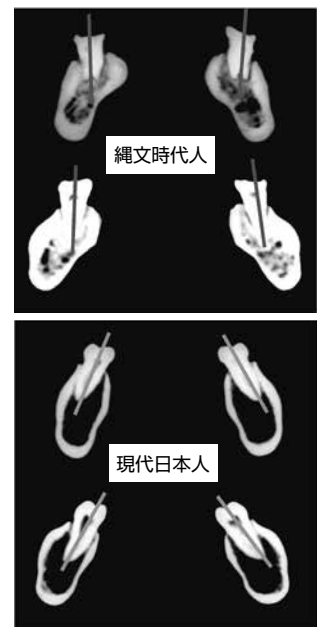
CTによる縄文時代人と現代日本人の下顎体垂直断
